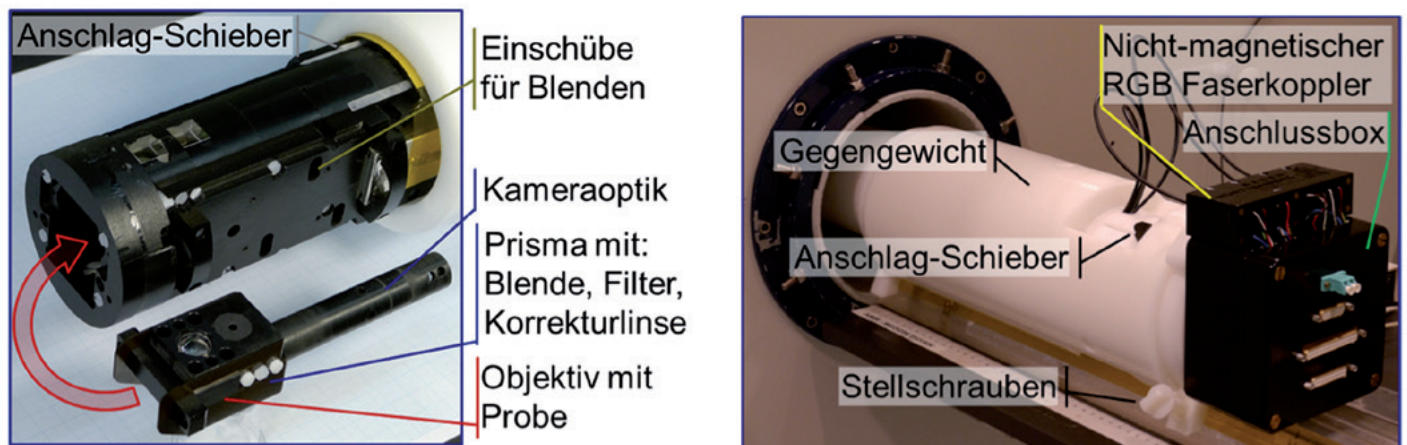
Vorderes (links) und hinteres (rechts, im Tomographen) Ende des Gesamtsystems.
